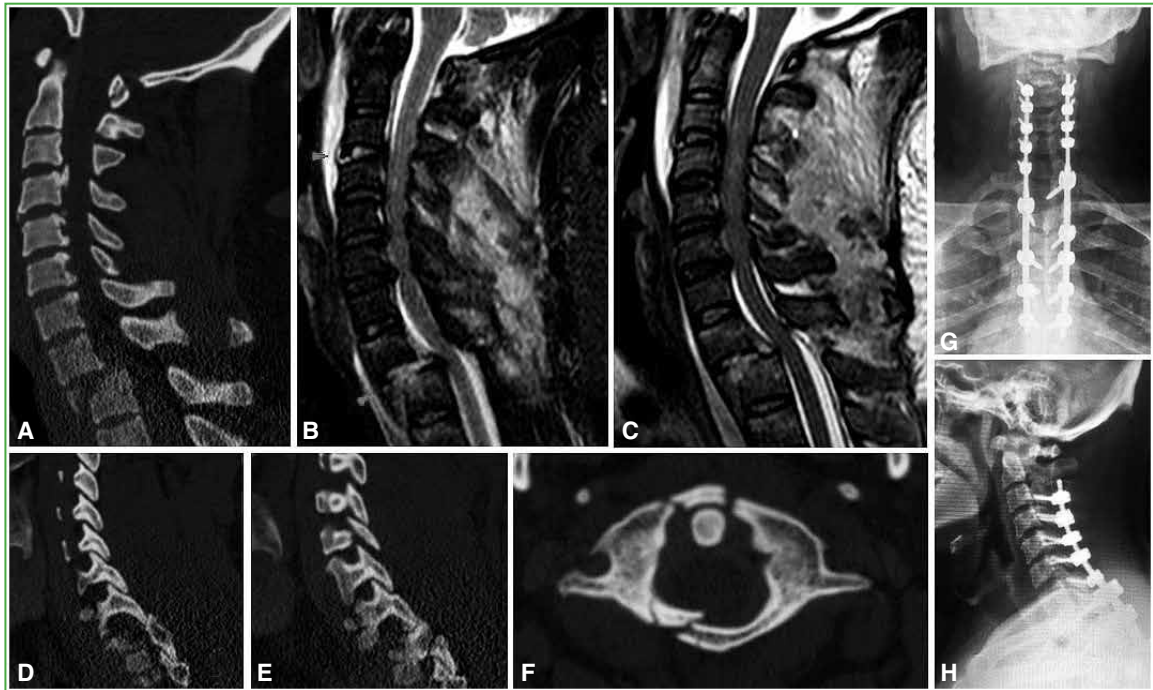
Caso 3. A, D-F. Tomografía computarizada inicial de columna cervical. Evidencia de fractura-luxación de C7-T1 con luxación facetaria bilateral, osificación del ligamento longitudinal posterior y fractura de atlas. B y C. Resonancia magnética de columna cervical. Evidencia de lesión tipo B3 C3-C4. G y H. Radiografías de columna cervico-torácica, de frente y de perfil. Control posoperatorio.
